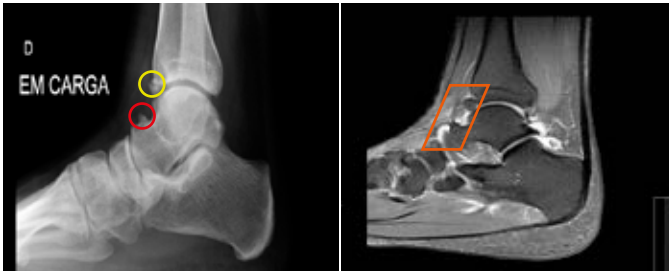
Radiografia de perfil em carga e imagem de RMN (sequência Turbo-Spin-Echo, Fat Saturated).
